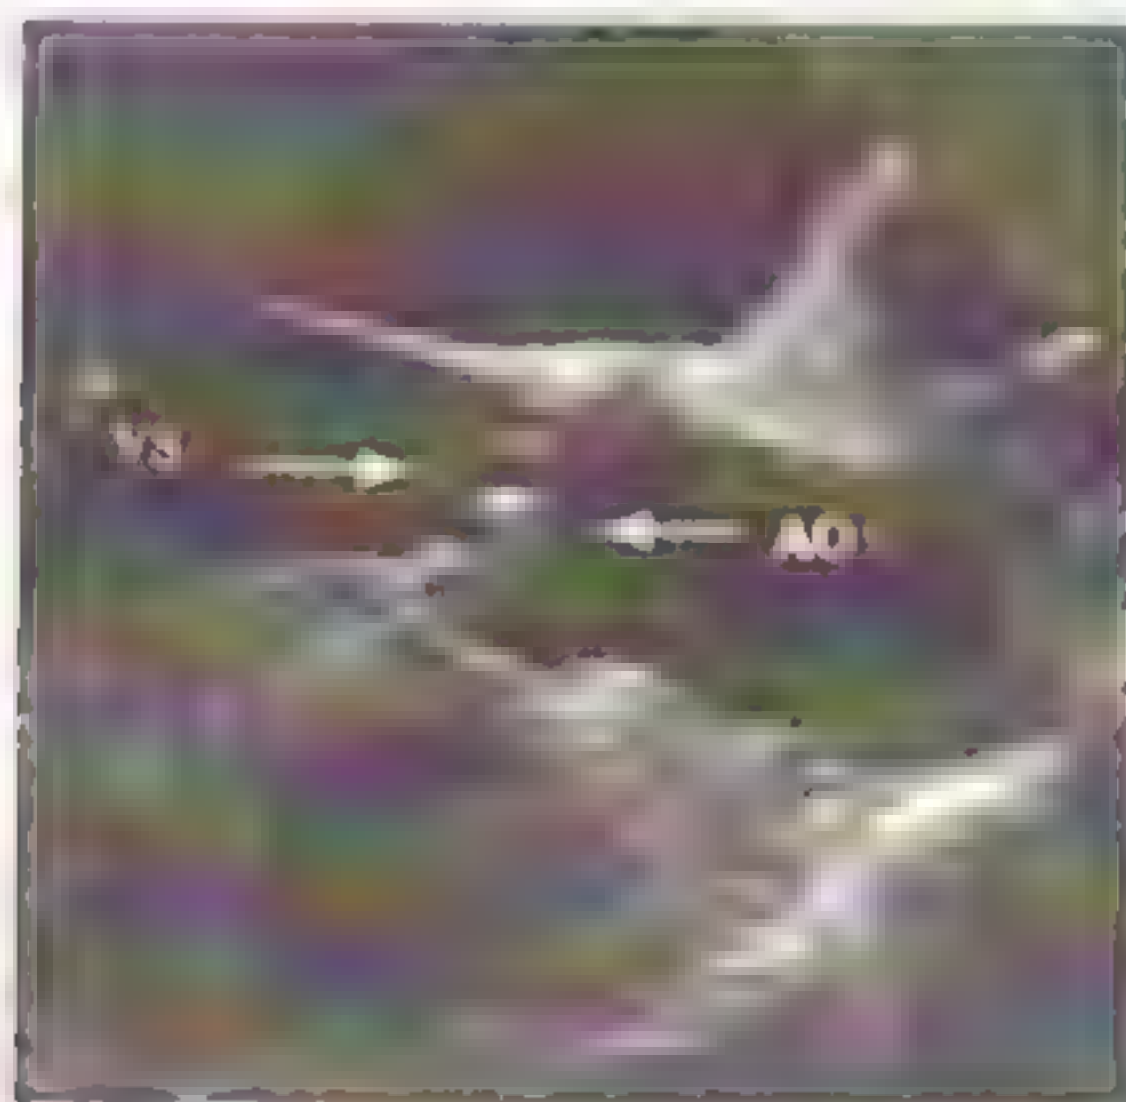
Exemplificare ecocardiografică a stenozii aortice (după Kurt Fenstermacher)
